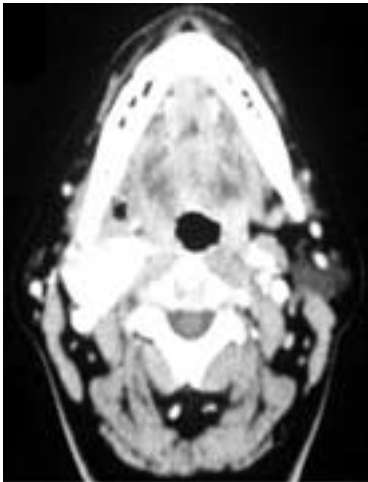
TC contrastada. Corte axial por arriba de la bifurcación donde se observa glomus carotídeo bilateral (baja incidencia). El glomus derecho es de tamaño considerablemente mayor que el izquierdo.
